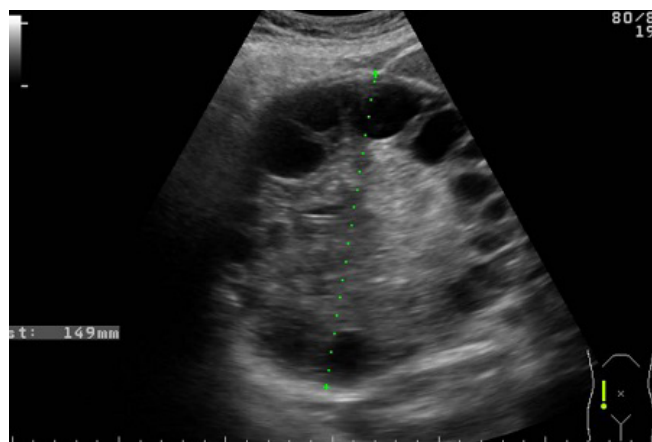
Ecografía abdominal: lesión heterogénea con zonas anecoicas sugestiva de quiste hidatídico.
